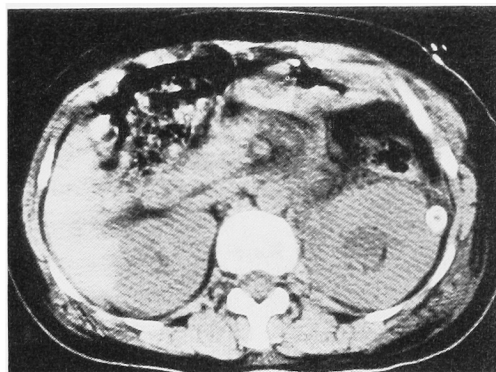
CT of case 13 demonstrated dense urine (15.2 Hounsfield) in the dilated collecting system of the left kidney.
